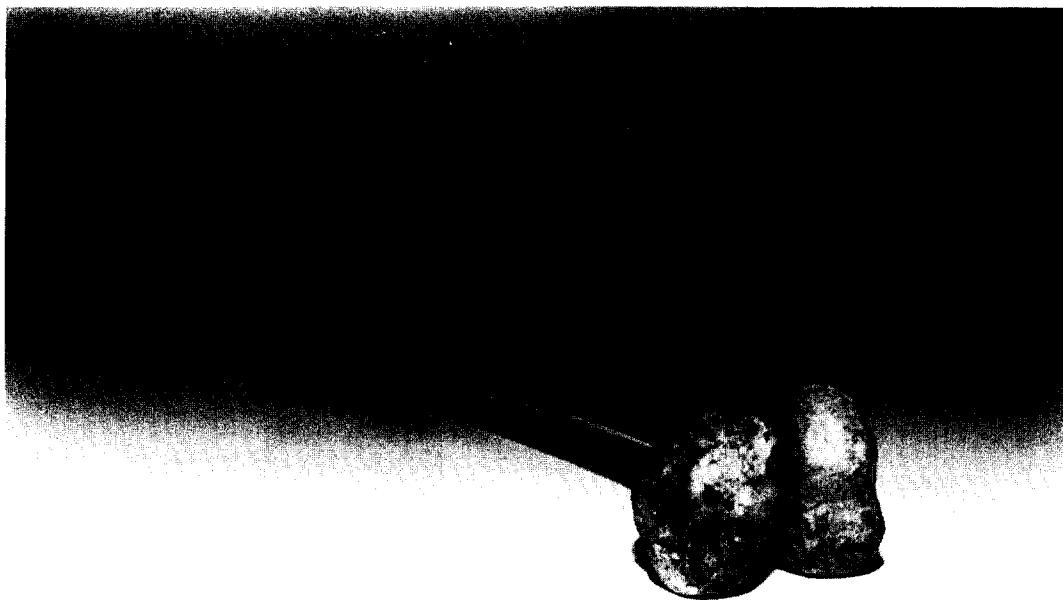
A dried femur was placed to horizontal wooden board. X-ray beam is directed horizontally centered on 1.5 inch inside of the femoral head.
